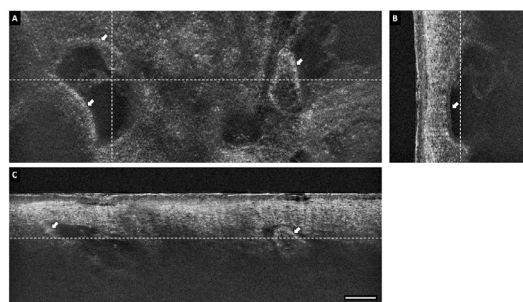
Untersuchung des Angiokeratoms an der Unterschenkelrückseite eines: einer 13-jährigen Patient:in. Horizontale (xy-Achse, A) und vertikale (yz-Achse, B; xz-Achse, C) Schnitte einer Aufnahme mit Line-Field konfokaler optischer Kohärenztomographie (LC-OCT), die eine epidermale Akanthose mit unregelmässiger Verlängerung der dermalen Papillen zeigen. Grosse leere Gefässräume, begrenzt von Endothelzellen (schwach reflektive Zellschicht; weisse Pfeile), befinden sich in der papillären Dermis. Die gepunkteten Linien in A entsprechen den in B und C gezeigten vertikalen Schnitten. Massstab: 100 µm.
